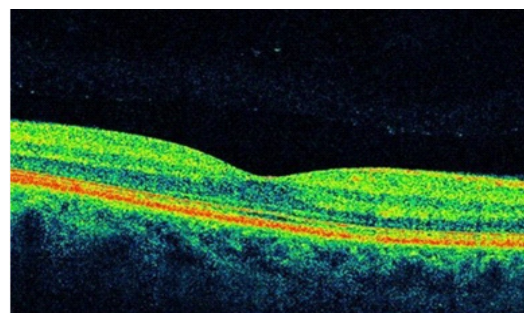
Контрольная оптическая когерентная томограмма пациента Р. (17.12.2024) с признаками полного анатомического восстановления структуры сетчатки
